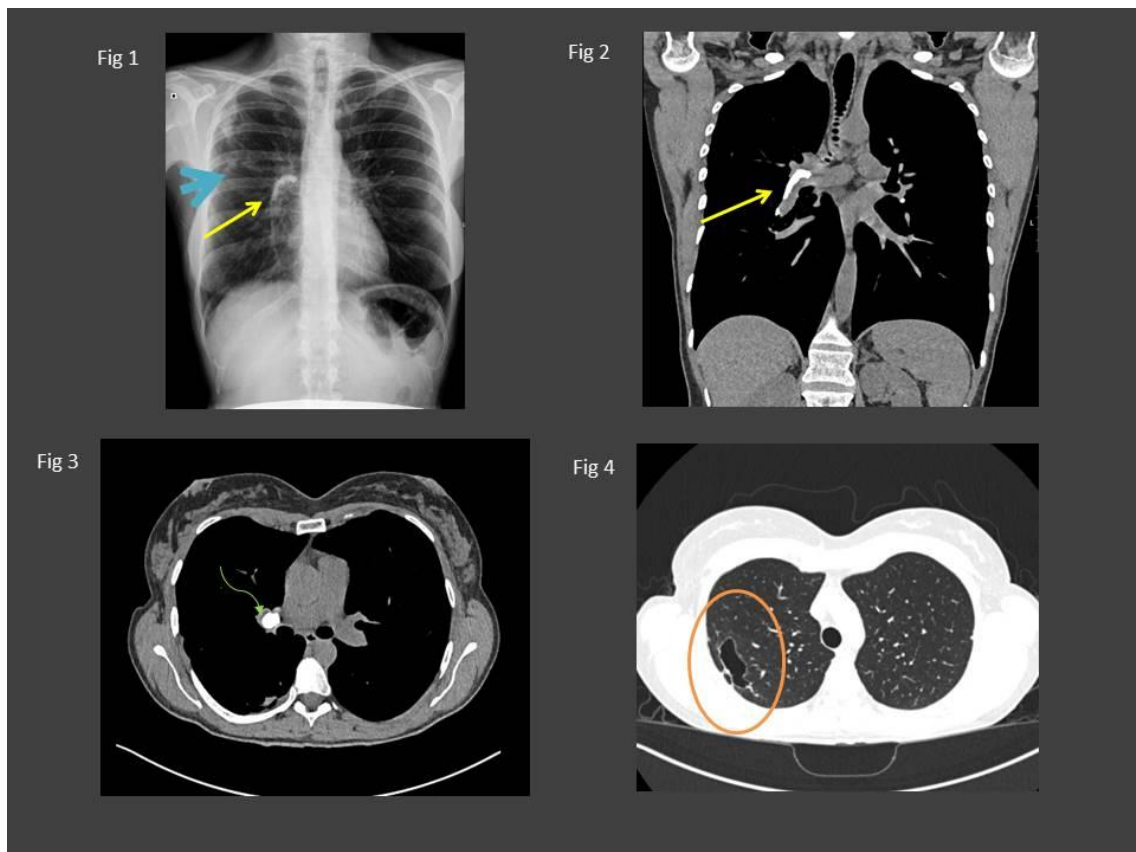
Rx PA de tórax, donde se visualiza opacidad hiliar derecha (flecha larga amarilla) y tractos lineales en LSD (flecha corta azul). Figura 2: TC de tórax sin CIV, plano coronal, donde se visualiza una imagen de alta densidad en el interior de la arteria pulmonar derecha (flecha larga amarilla), que corresponde con la opacidad visualizada en la rx, en relación con lipiodol. Figura 3: TC de tórax sin CIV, plano axial, donde se identifica el halo hipodenso circundante al lipiodol (flecha curva verde), y que sugiere trombosis / cambios fibróticos. Figura 4: TC de tórax sin CIV, plano axial, ventana de pulmón, donde se visualiza un área cavitada en el LSD (círculo naranja), que sugiere cambios secundarios a infarto pulmonar, sin poder descartarse completamente TBC.
